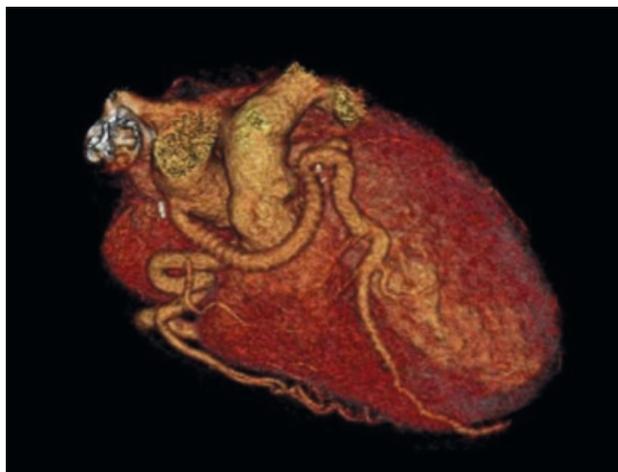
Angiotomografia coronária pós-operatória com visualização de prótese vascular entre a artéria aorta e artéria coronária esquerda
